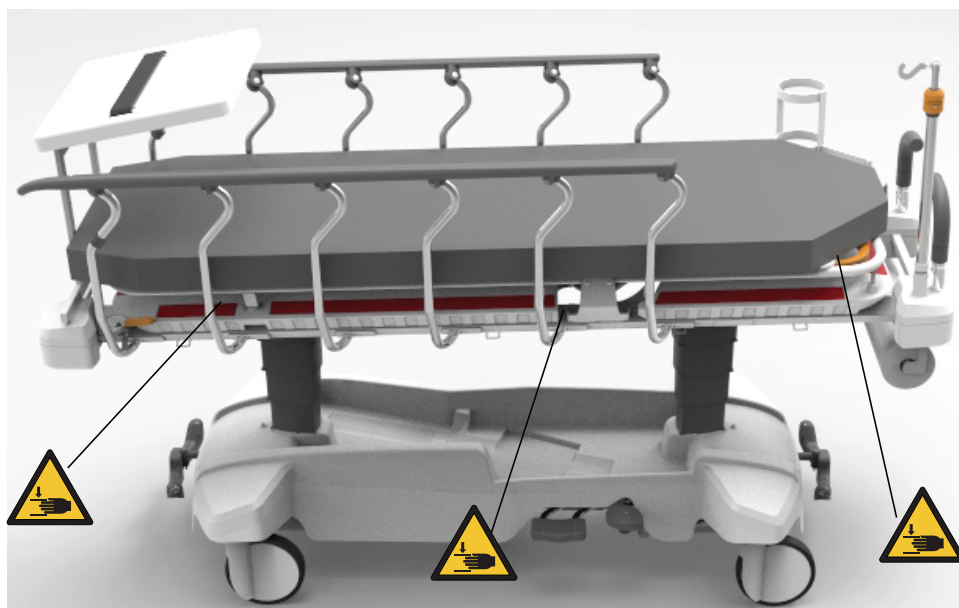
Точки фиксации только для моделей с опцией рентгенографии
